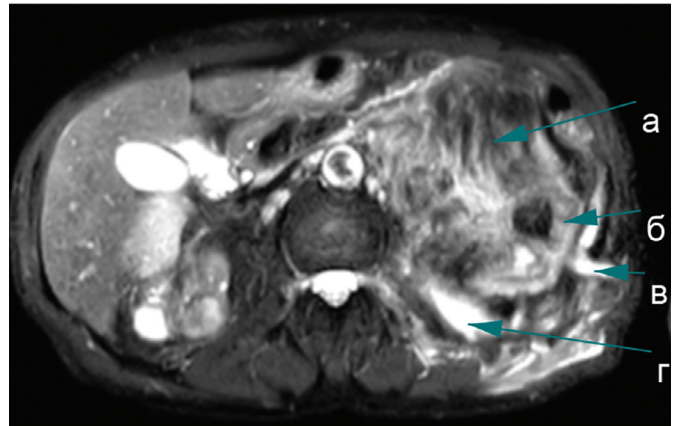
МРТ, T2-ВИ, аксиальная плоскость с жироподавлением: а – жировая ткань, б – паренхима почки, в – свищевой ход, г – полость абсцесса
